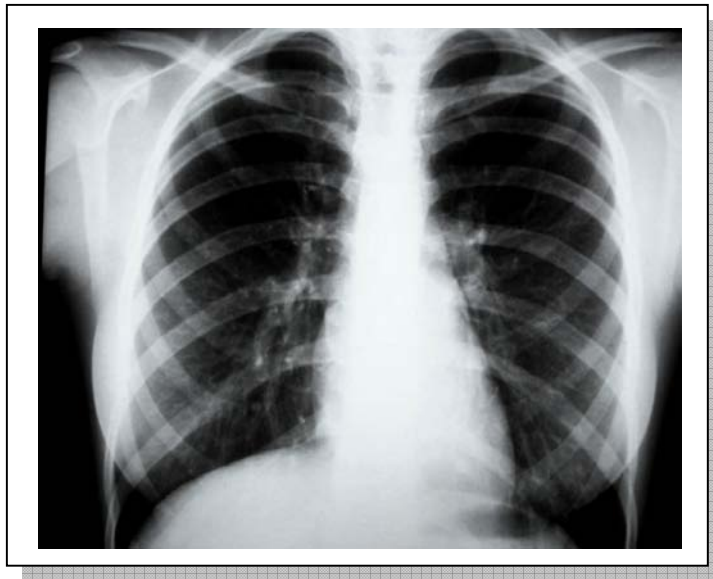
Radiografia do estudo contemporâneo do paciente número 8, com ausência de atelectasias
